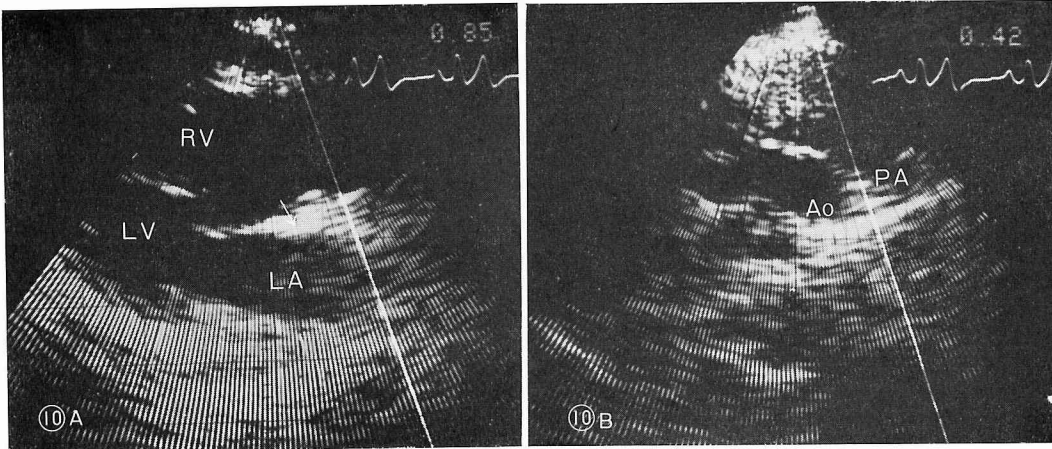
两大血管右室起始症の胸骨左縁からの長軸断面(10-A)および短軸断面(10-B)。矢印の強いエコーは円錐筋のエコーと思われる。Ao; aorta, LA; left atrium, LV; left ventricle, PA; pulmonary artery, RV; right ventricle
